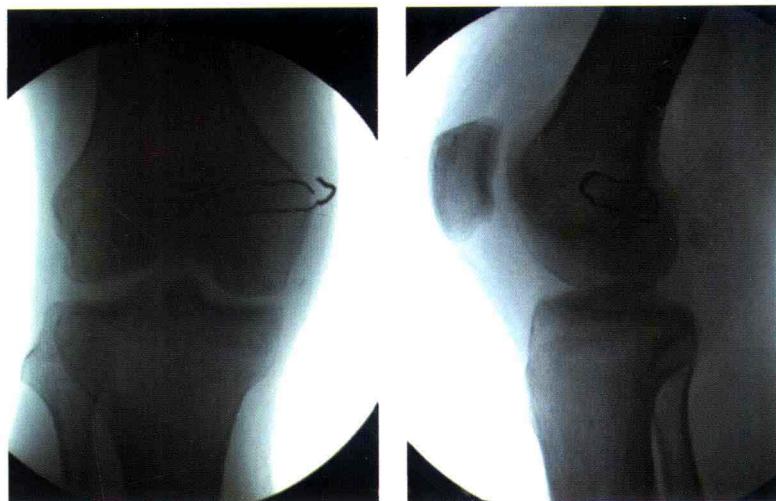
X线片显示后交叉韧带股骨内髁侧固定钢丝已断裂，具体术式不详
